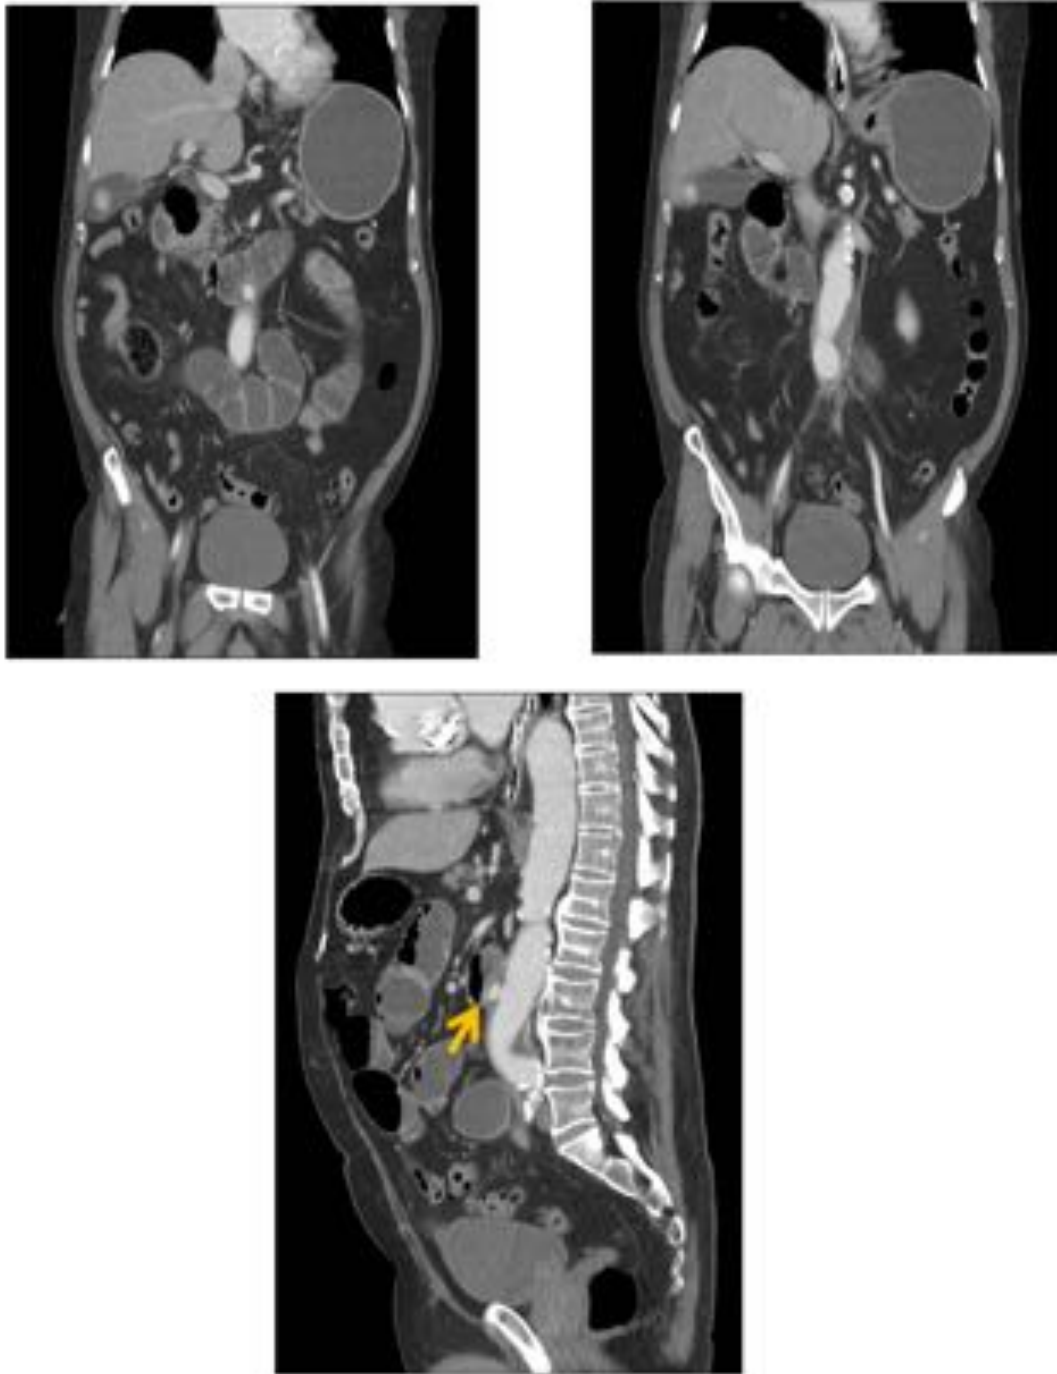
Paciente varón de 68 años con antecedentes de AAA. Presenta dolor abdominal intenso irradiado a espalda. TC con contraste cortes coronales y sagital donde se confirma el AAA asociado a úlcera penetrante en íntimo contacto con la tercera porción duodenal.
